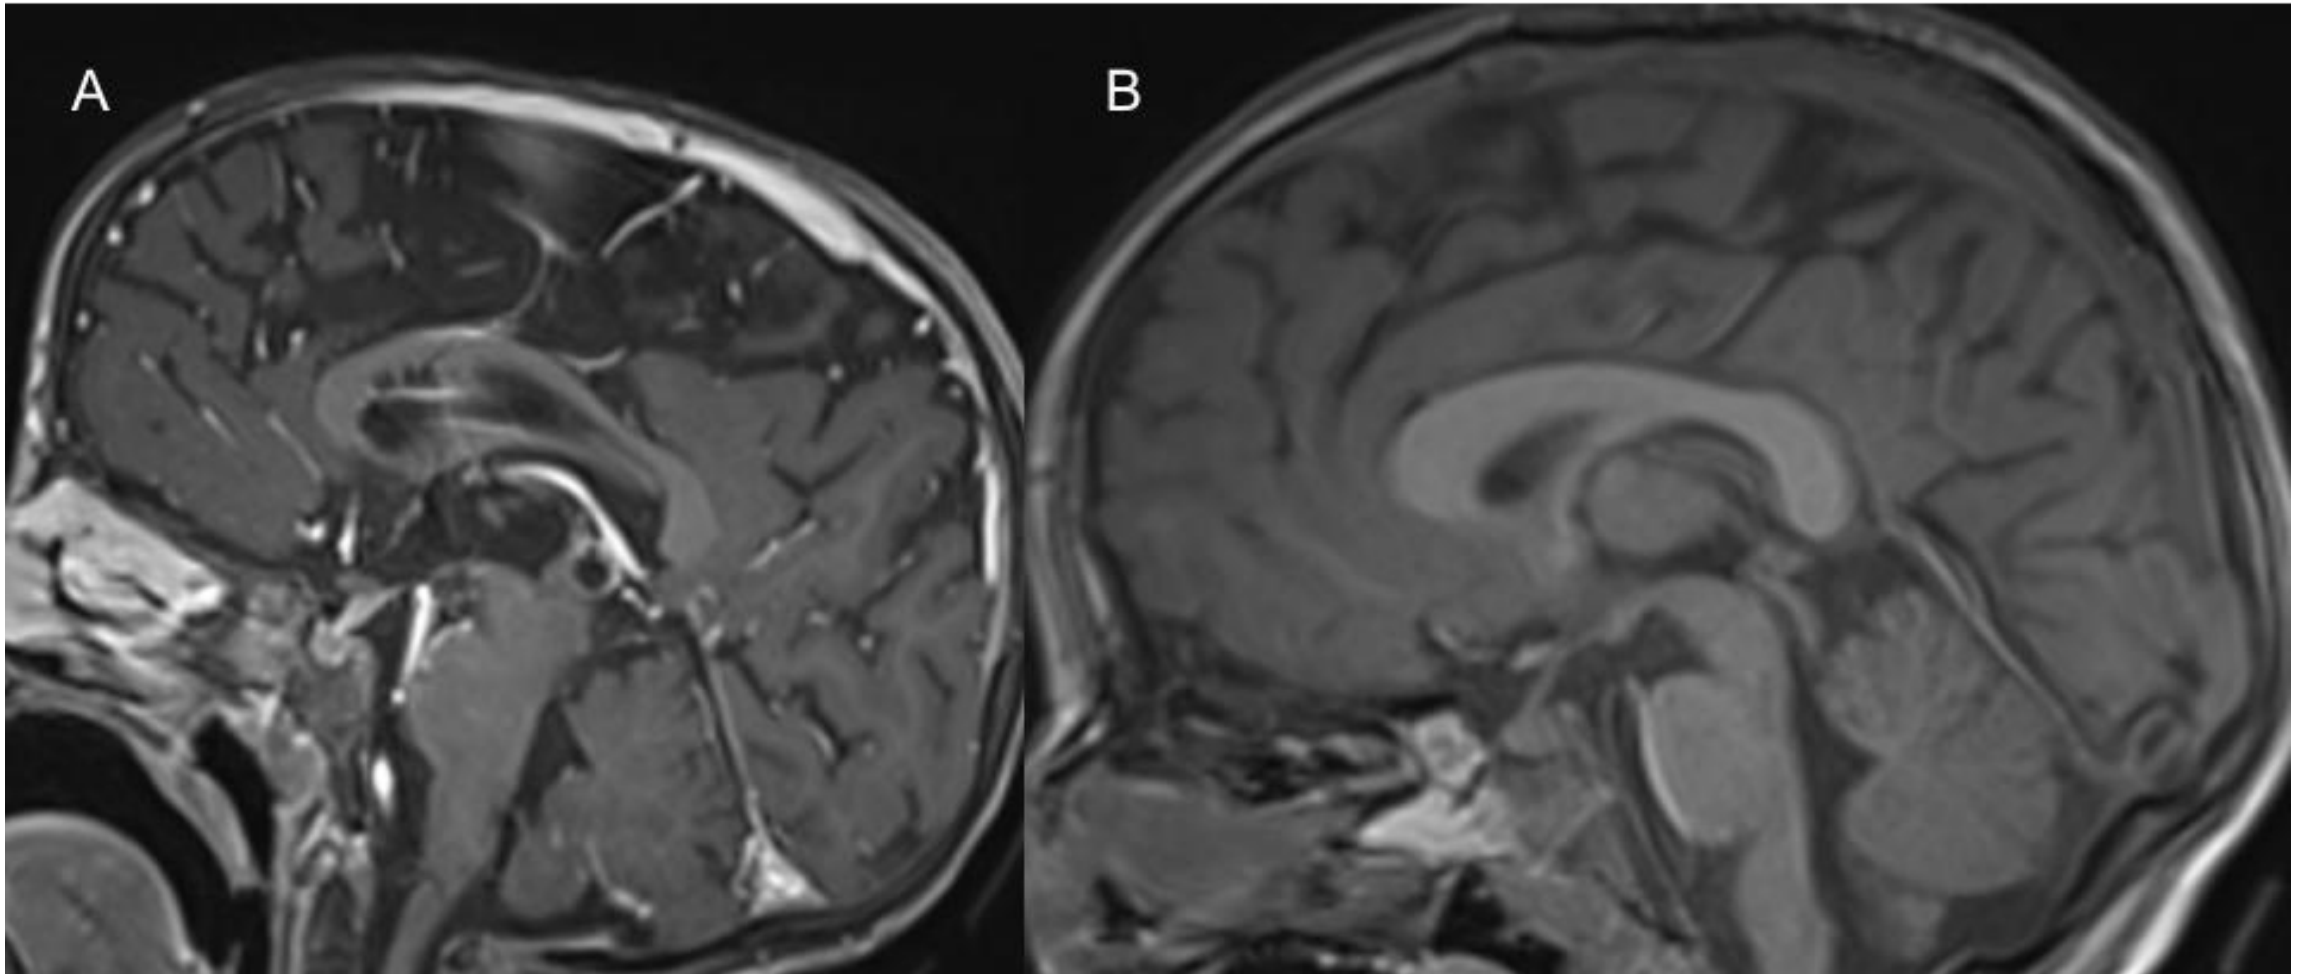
Pacientes con diabetes insípida. RM cerebral en cortes sagitales. A) T1 con contraste iv en la que se observa un engrosamiento y aumento de la captación del infundíbulo. B) T1 en la que se visualiza la pérdida de la hiperintensidad normal de la neurohipófisis.
